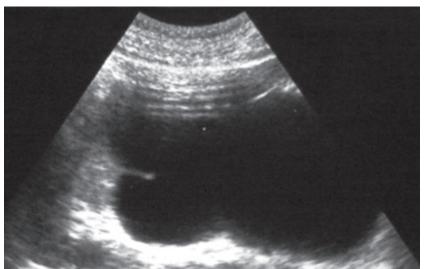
УЗИ больного до операции. Гигантская киста правой почки. Почка из-за больших размеров кисты не визуализируется
